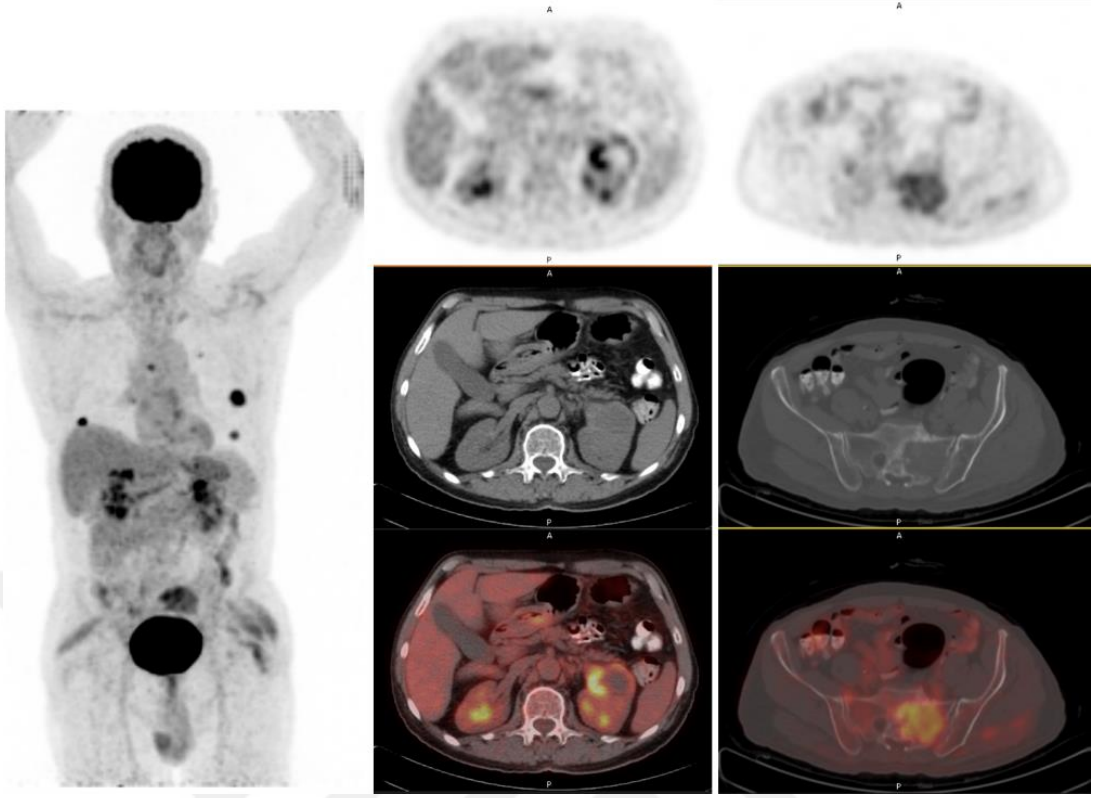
59 yaşında erkek hasta. Sağ böbreğinde küçük sayılabilecek (3,3X3,2X3,2X cm) renal kitlenin SUVmaks:7,4 SUVmean:4,6 MTV:16,1 olarak hesaplandı. Lezyonun histopatolojik ISUP nükleer grade derecesi 4 olarak tespit edildi.
